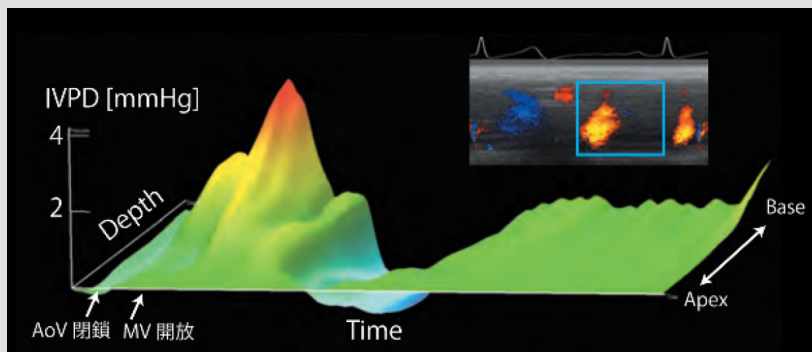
超音波カラー M モードから計算した左室内の圧較差。横軸は時間を、奥行き方向は心尖部から心基部方向、縦軸が心尖部を基軸とした圧較差を表している
